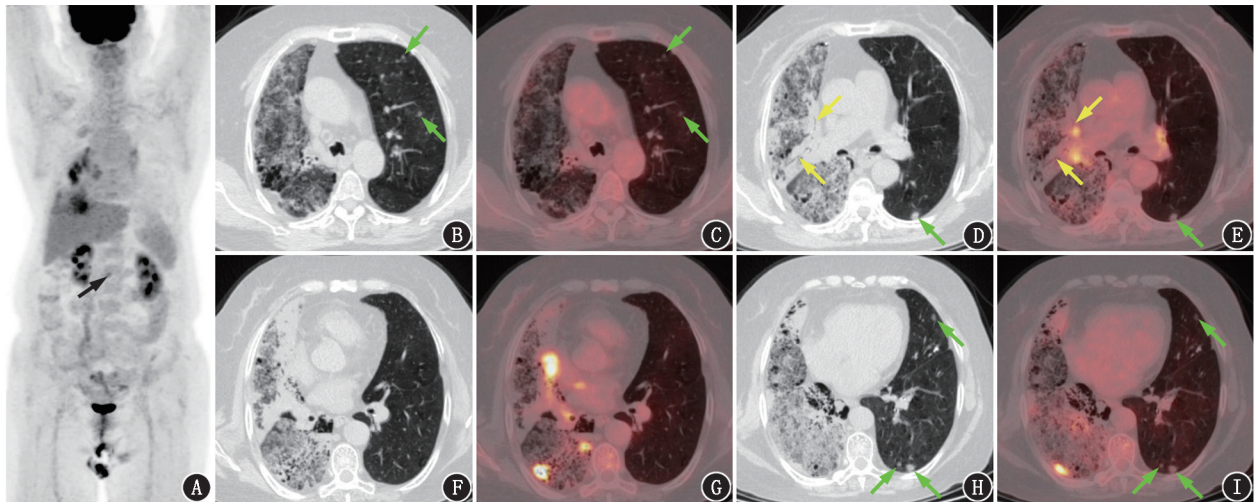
肺弥漫性病变患者(女,67岁) ^{18}F -FDG PET/CT 显像图。A. PET 最大密度投影图见右肺多发片状代谢不均匀性增高病灶;胃后壁代谢不均匀及稍增高(黑箭头示);B~I: CT 及 PET/CT 融合横断层图像见右肺弥漫大片状磨玻璃密度及实变影,其内散在小囊状透光区,伴支气管充气征,并呈“枯树枝”样改变(黄箭头示),代谢不均匀性明显增高, SUV_{max} 7.7;左肺多发微、小结节(绿箭头示),部分代谢稍增高, SUV_{max} 1.6
